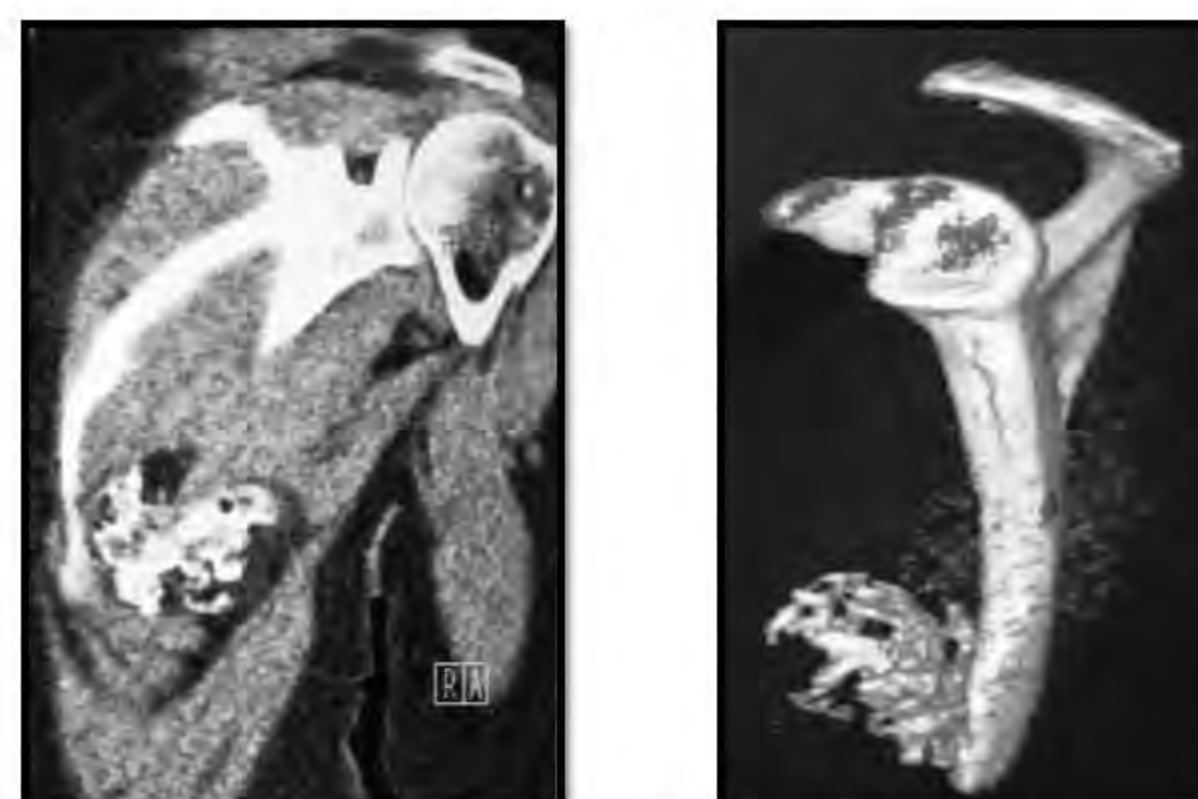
TDM de l'épaule gauche
